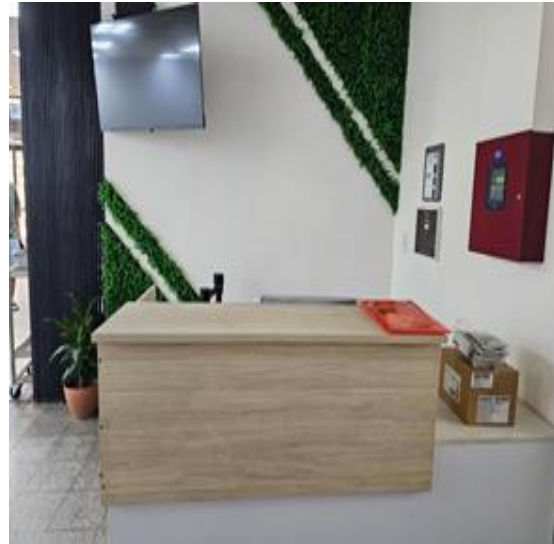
Recepción del PET-CT.
